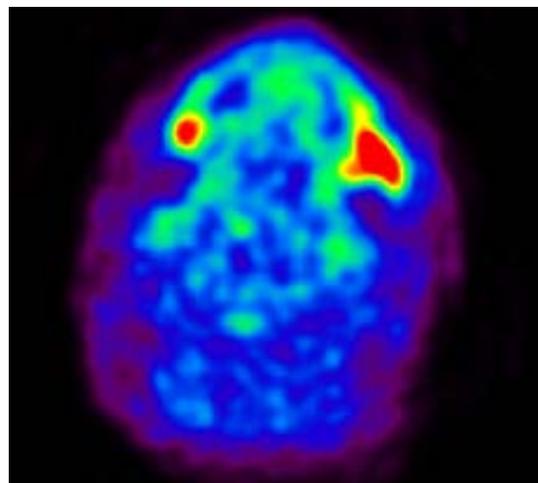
左側下顎PET画像(SUVmax9.11)
